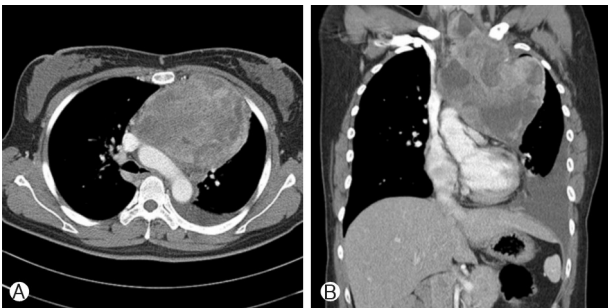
(A) Contrast-enhanced CT shows a 16 cm-sized anterior mediastinal mass with heterogeneous enhancement. (B) Coronal reformatted CT shows a mediastinal mass extending to lower neck, accompanied by large amount of left pleural effusion.
